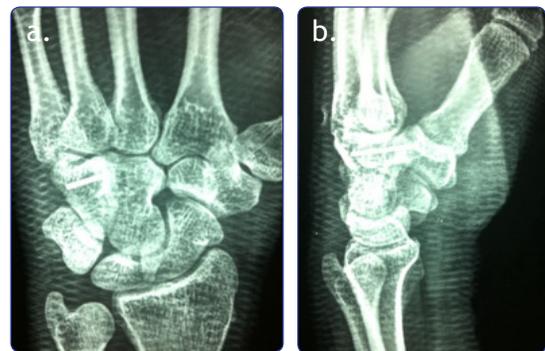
Primer caso. Radiografías del posoperatorio inmediato de la mano izquierda. a) Proyección AP. b) Proyección lateral.
